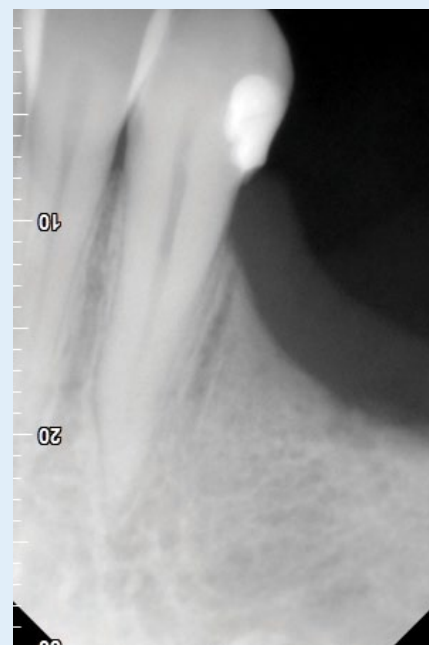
radiografia inicial (orto-radial)
